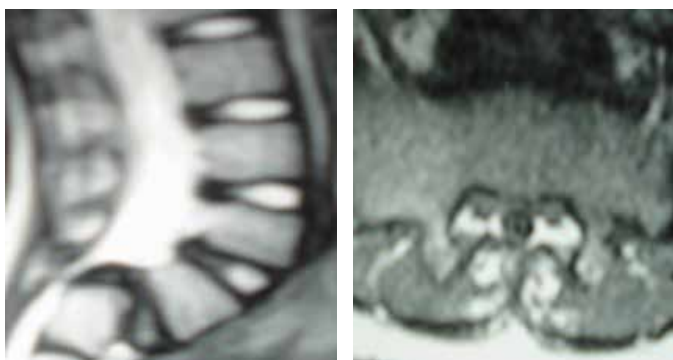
Ressonância magnética da coluna lombar com listese de L5S1 grau 4, em sagital T2 (A) e estenose de canal em axial (B).
